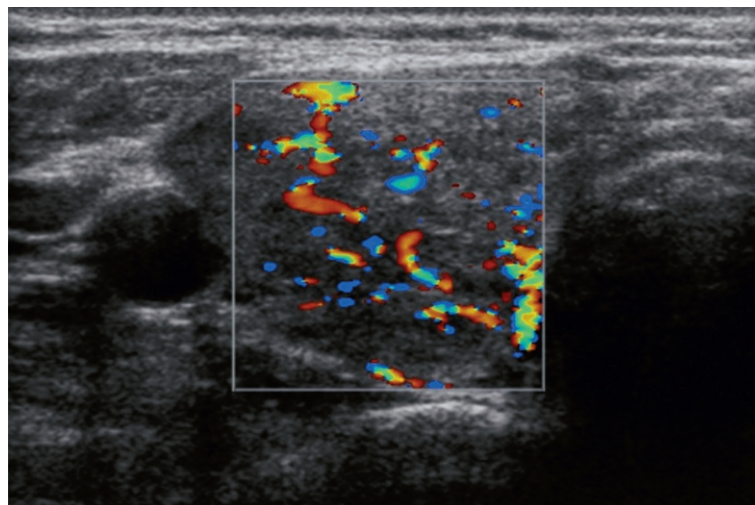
Aspect vascularisé au Doppler couleur d'une thyroïdite de Hashimoto.
